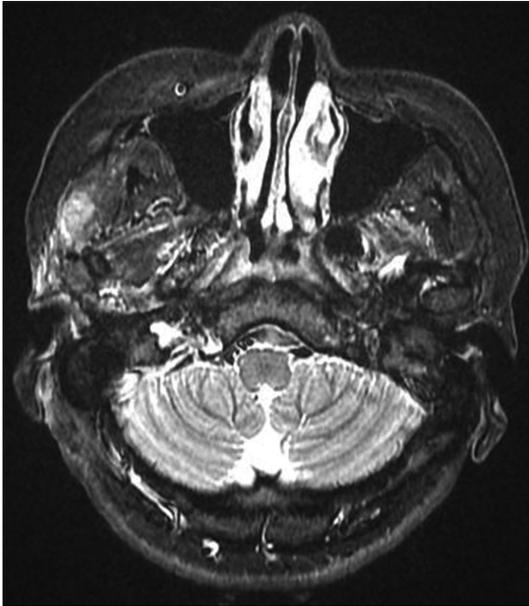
Postoperative MRI findings : Coronal view shows ovoid shaped, soft tissue lesion (1.1×0.9×2.3 cm) in Rt. masticator muscle of anterior aspect of Rt. parotid gland. T2 weighted image shows heterogenous high signal with heterogenous increased enhancement.
